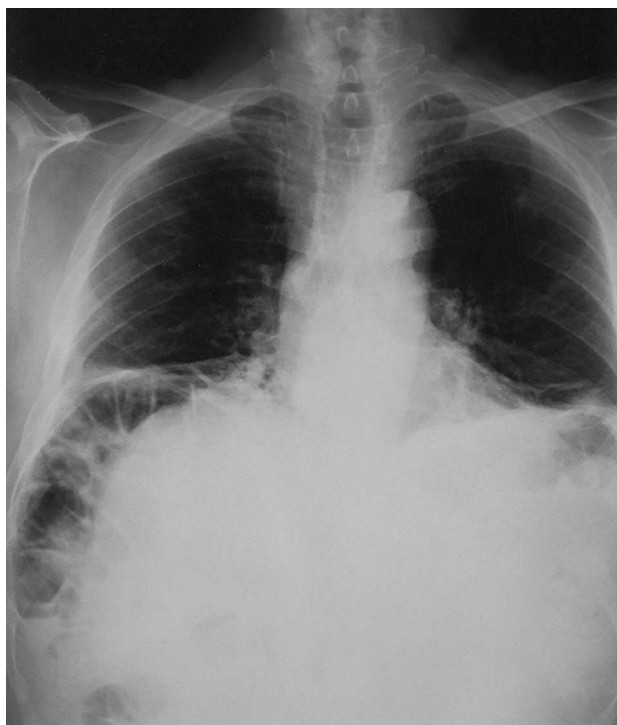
Radiografía de tórax posteroanterior en la que se aprecia una elevación de ambos hemidiafragmas, con atelectasias laminares en ambas bases pulmonares.
